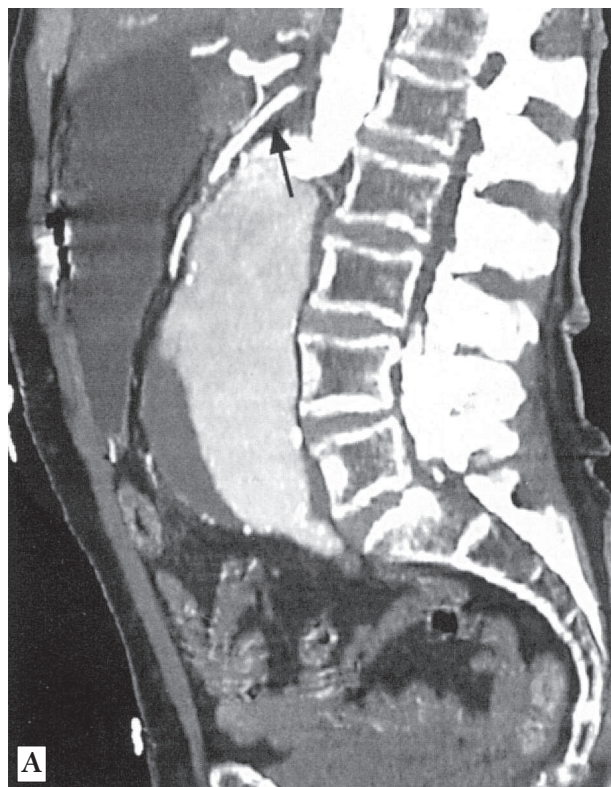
Сдавление ДПК аневризмой брюшной аорты [10]: А – 3-D реконструкция – сдавление ДПК (стрелка) между шейкой аневризмы брюшной аорты и верхней брыжеечной артерией; Б – при компьютерной томографии определяется расширение желудка и части ДПК над аневризмой (А – аневризма брюшной аорты, D – ДПК, S – желудок)
